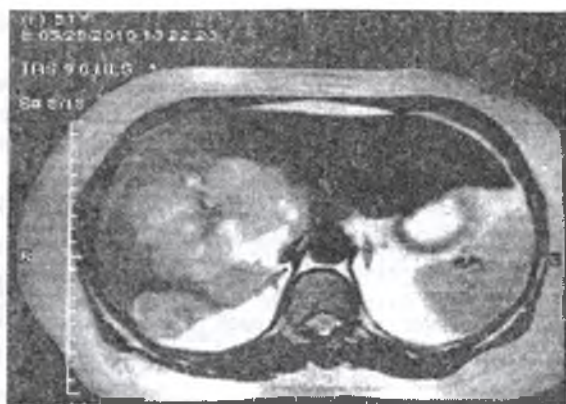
Компьютерная томограмма: Образование занимает всю правую долю печени с переходом на 4 сегмент левой доли.
